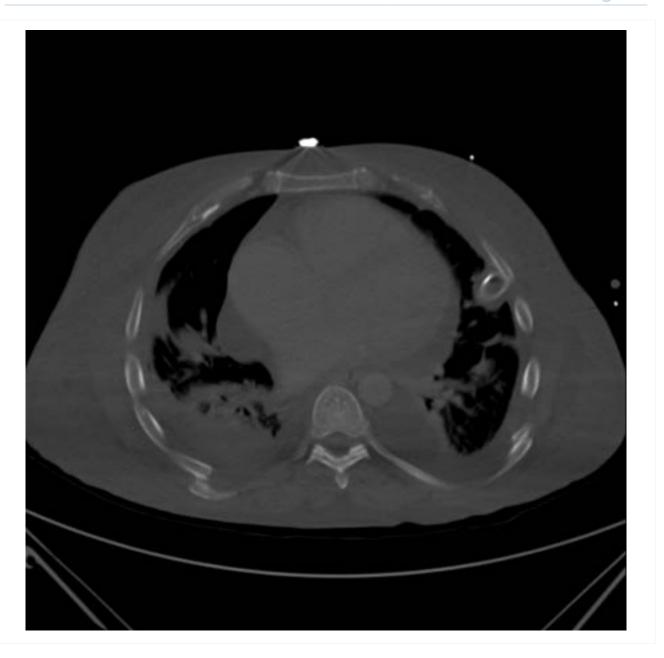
Tomografia computadorizada (TC) mostrando fraturas bilaterais posteriores de costelas
